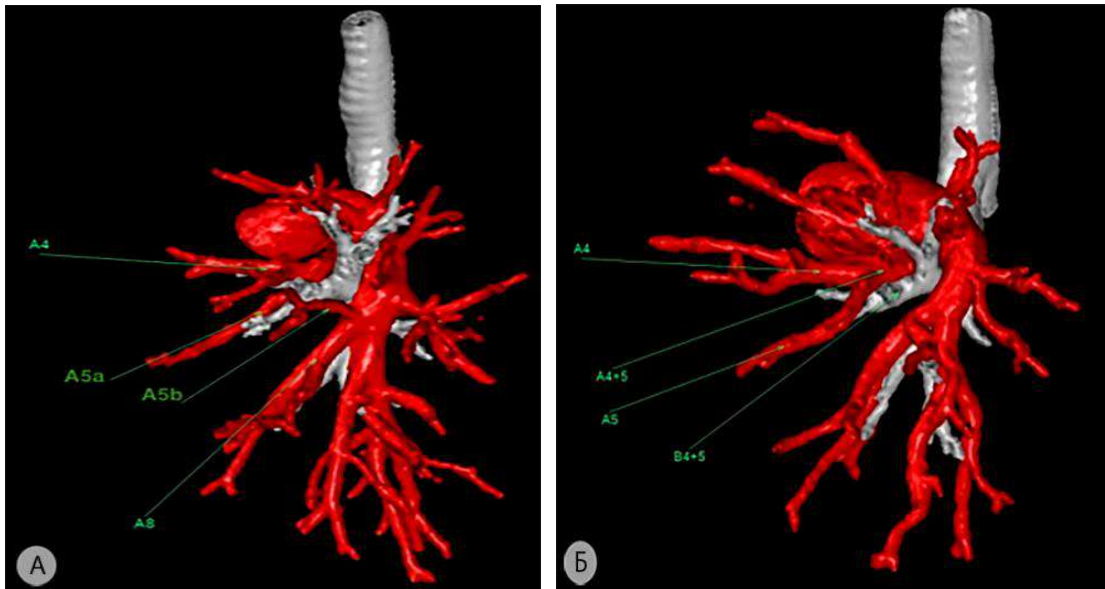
Редкие варианты артериального кровоснабжения передней зоны левого лёгкого (3D-реконструкция МСКТ-АГ) а – комбинированный тип; б – медиастинальный тип. A^4 – верхняя язычковая артерия; A^{5a} и A^{5b} – нижние субсегментарные язычковые артерии; A^8 – передняя базальная артерия. A^{4+5} – общая язычковая артерия; B^{4+5} – общий язычковый бронх
